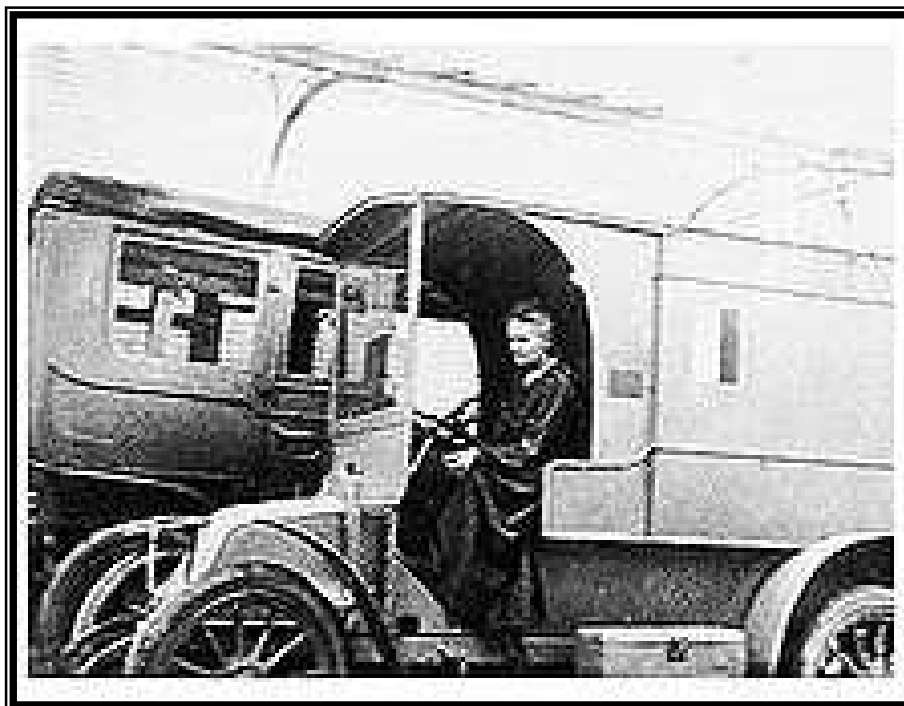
“Curie in a World War I mobile X-ray vehicle”<sup>5</sup>
